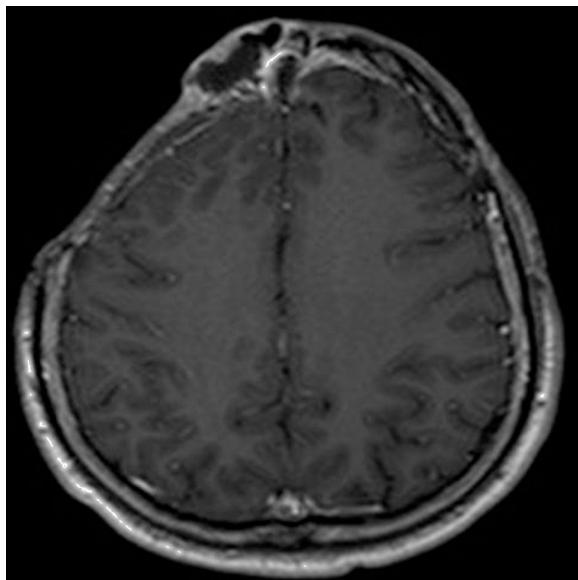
RMN cerebral con gadolinio, corte coronal (octubre 2014).
